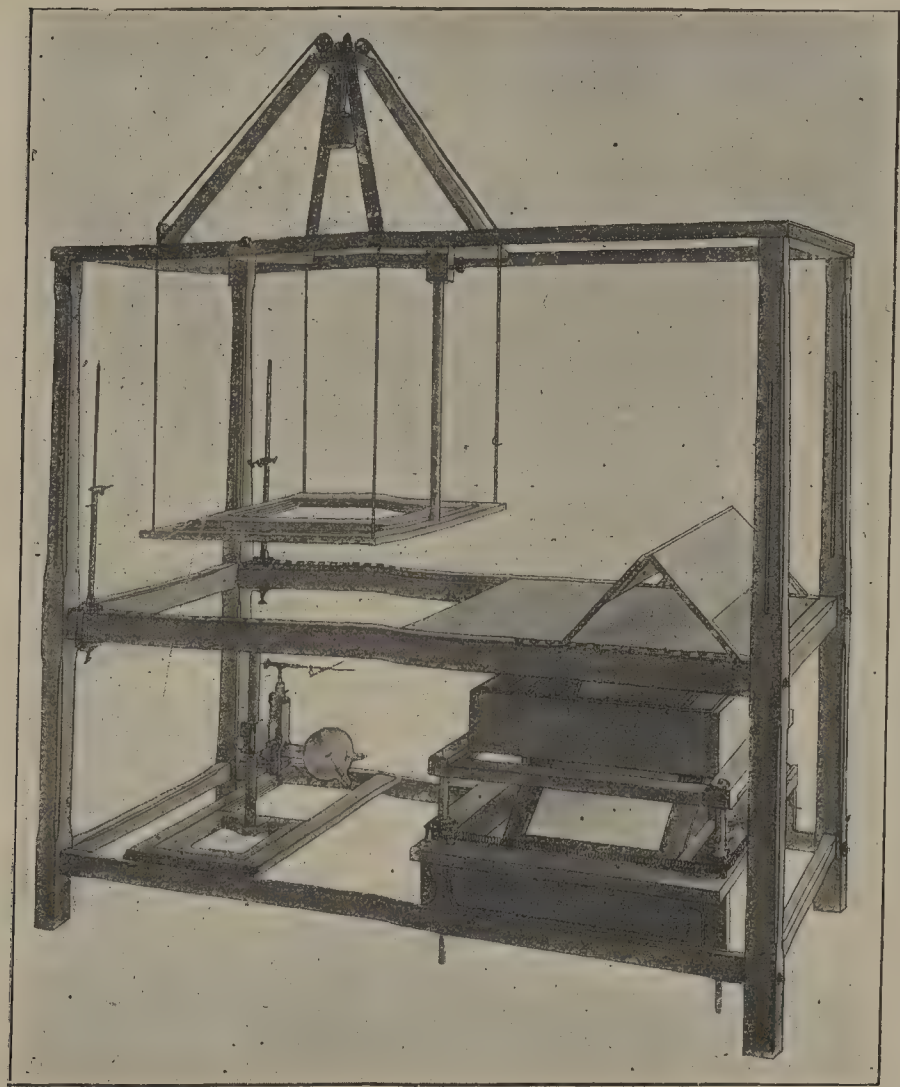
Lit radiologique permettant la radioscopie et la radiographie avec ampoule au-dessus ou ampoule au-dessous, et recevant les divers appareils utiles : compas pour la recherche des corps étrangers, instruments de mesures, etc. (RADIGUET et MASSIOT.)
